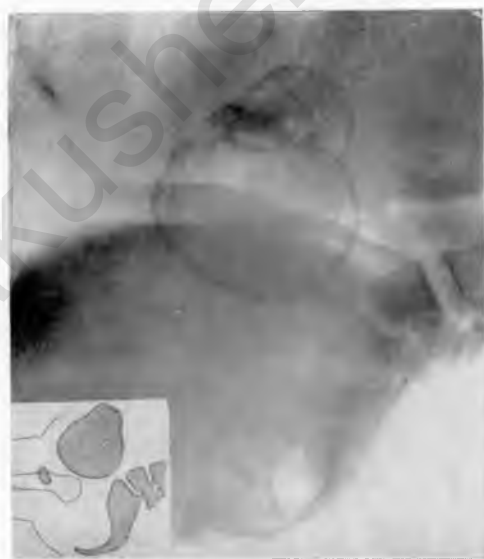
Рентгенограмма общесуженного плоского таза (боковой снимок).
